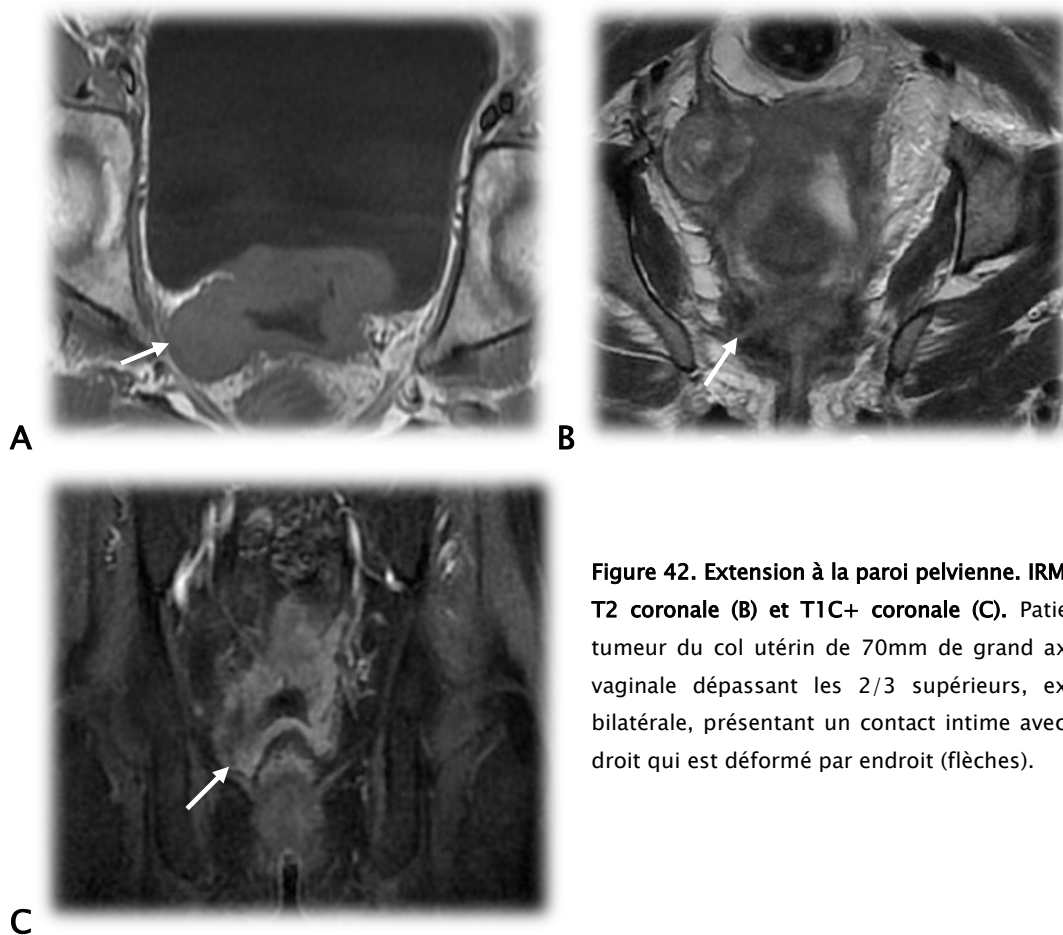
Extension à la paroi pelvienne. IRM en pondération T1 axiale (A), T2 coronale (B) et T1C+ coronale (C). Patiente de 46 ans, volumineuse tumeur du col utérin de 70mm de grand axe, avec extension isthmique, vaginale dépassant les 2/3 supérieurs, extension paramétriale distale bilatérale, présentant un contact intime avec le muscle releveur de l'anus droit qui est déformé par endroit (flèches).
